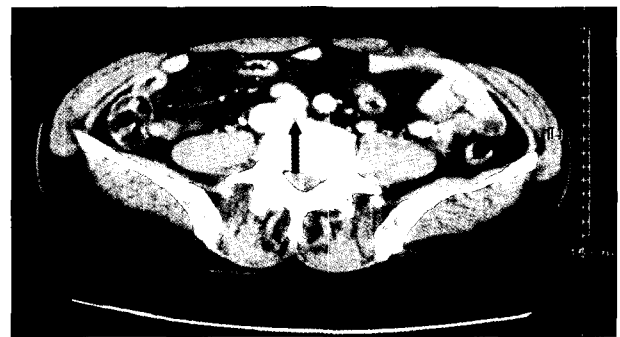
Computed tomographic angiography. Black arrow indicates the compressed Lt. iliac vein due to Rt. common iliac artery.
